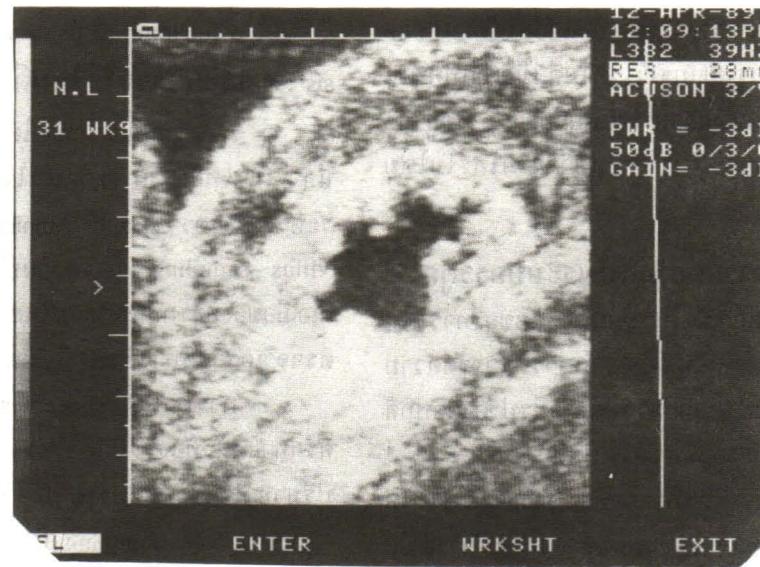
Ultrasound view of a fetus with hydronephrosis.
